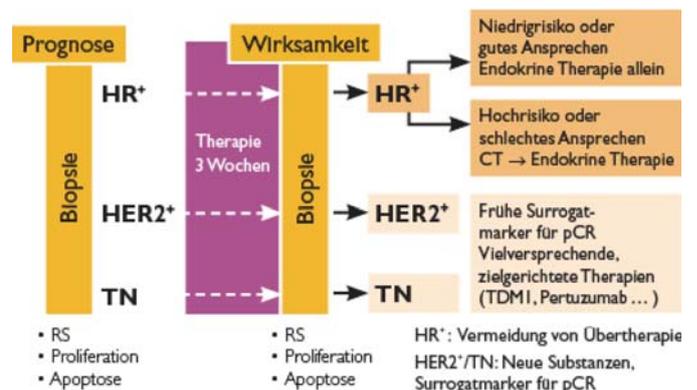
Design der ADAPT-Studie. CT=Chemotherapie, pCR = pathologische Komplettremission, TN=triple-negativ, RS=Recurrence Score
